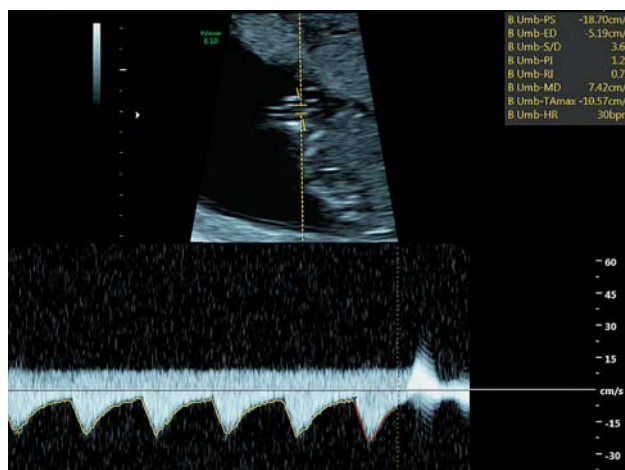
Кровоток в артерии пуповины до трансфузии.
